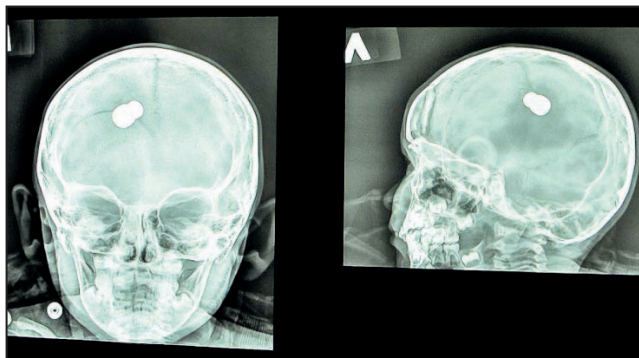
Рентгенограмма черепа В. в двух проекциях. Отчетливо видна пуля в полости черепа и оскольчатый перелом лобной кости.
